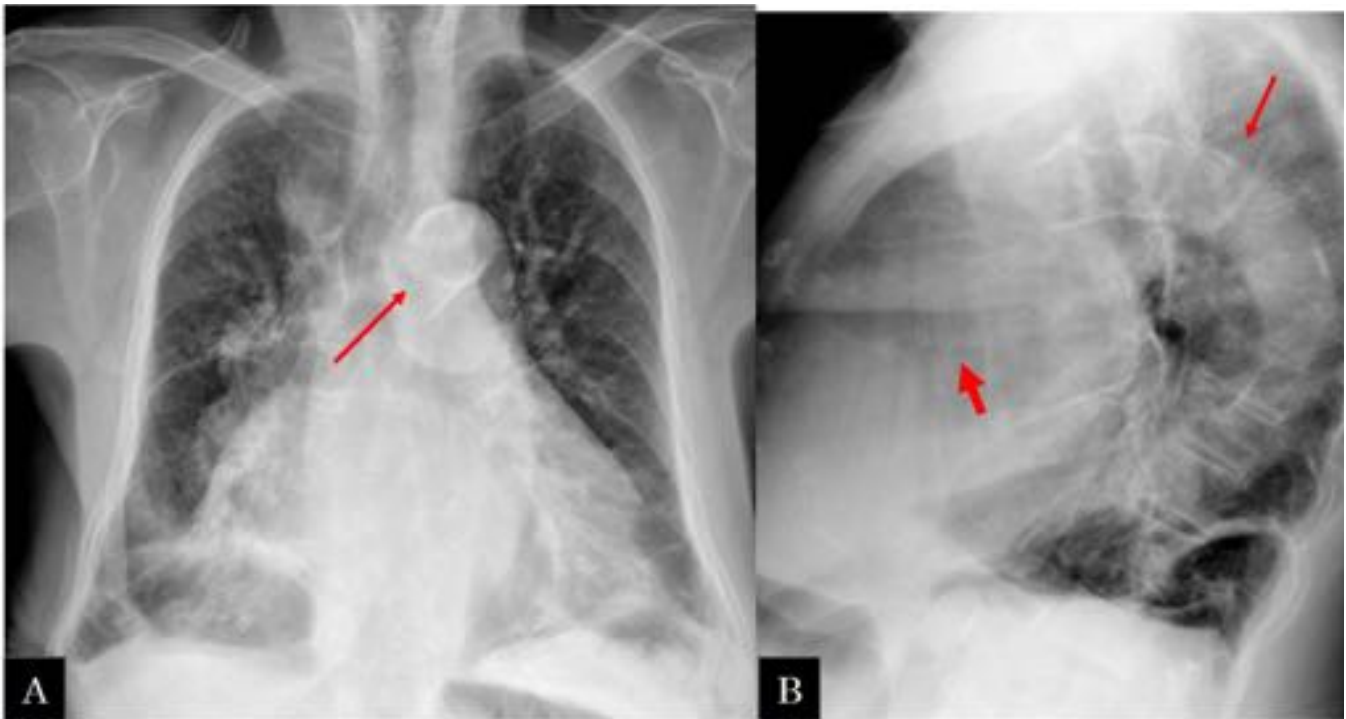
Varón de 88 años con antecedentes de HTA, dislipemia y EPOC. A y B) radiografía de tórax: se ven signos de EPOC y cardiomegalia. Calcificación ateromatosa del cayado aórtico y aorta descendente (flechas largas) en la proyección lateral y superpuesta a la silueta cardiaca se identifica una imagen de morfología tubular de alta densidad compatible con calcificación de arterias coronarias (flecha gorda)
